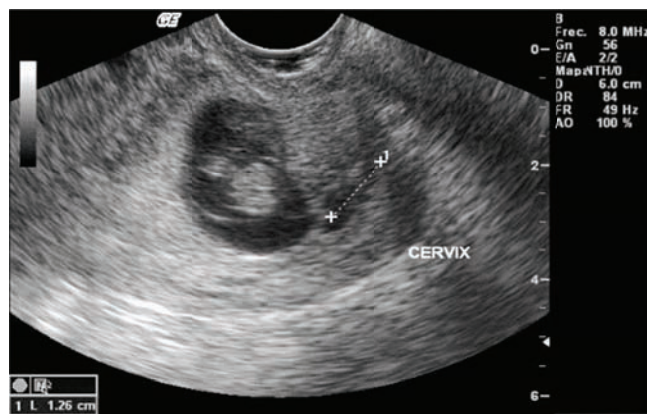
Ecografía trans-vaginal, donde se evidencia: Cuerpo del útero vacío, con saco gestacional en el cuello uterino, a 12 mm del orificio cervical externo. Embrión de 8 semanas y 5 días con FCF positiva (Criterio de Ushakov). Fuente: Fotografía tomada en consulta externa.
